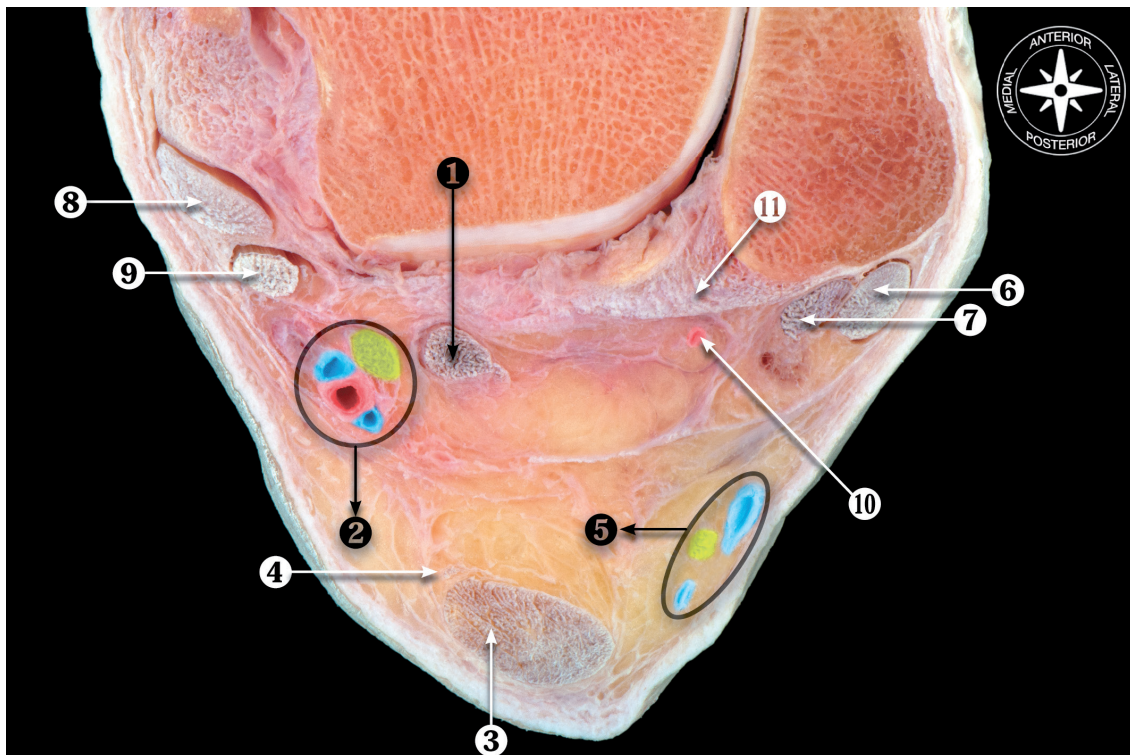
Estructuras del compartimento posterior del retropié. 1. Tendón FHL. 2. Paquete vasculonervioso del tibial posterior (arteria, dos venas y nervio). 3. TC. 4. Grasa preaquílea. 5. Nervio sural y vena safena menor. 6. Tendón peroneo longus. 7. Tendón peroneo brevis. 8. Tendón digitorum comunis. 9. Tendón tibialis posterior. 10. Fascia crural de Rouvière y Canela-Lazaro (ligamento fibulotalocalcáneo). 11. Ligamento intermaleolar. (Preparación realizada por el Profesor Pau Golanó y el Dr. Jordi Vega).
